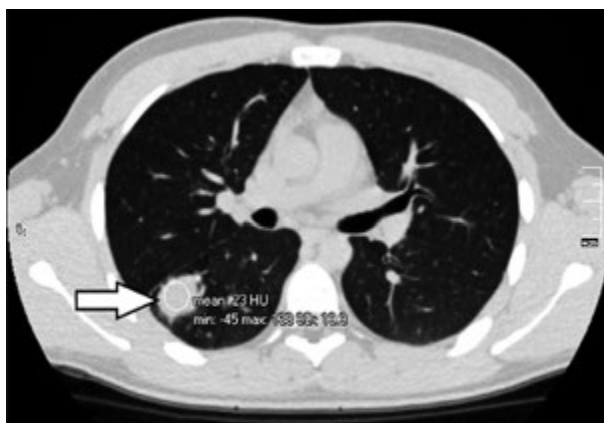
Аксіальні зрізи КТ хворого К. з діагнозом РРТБ нижньої частки правої легені (туберкулома)
